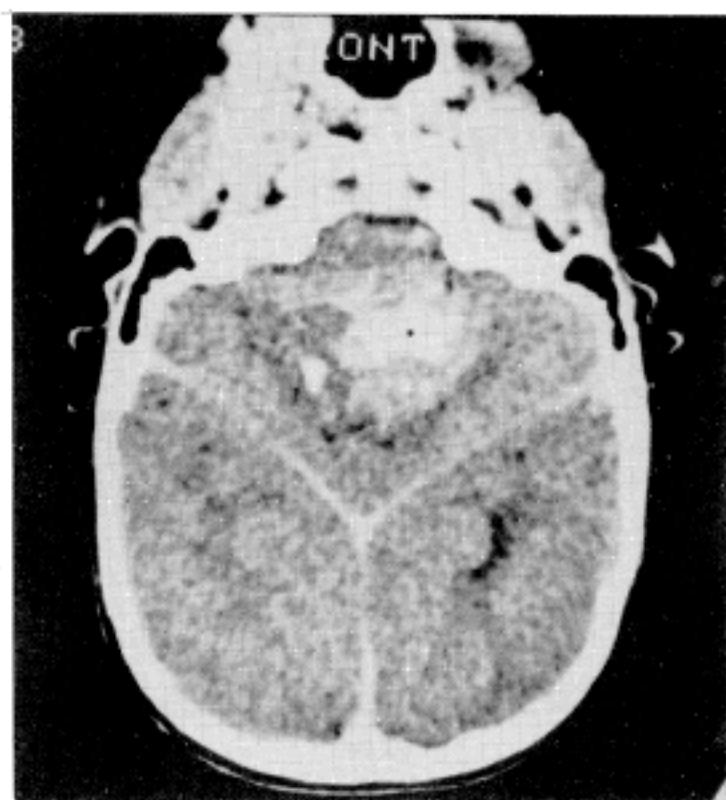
Computed tomogram reveals a huge contrast-enhanced mass in the posterior fossa filling the fourth ventricle and infiltrating the cerebellar vermis. Cystic change as well as calcification is noted.
